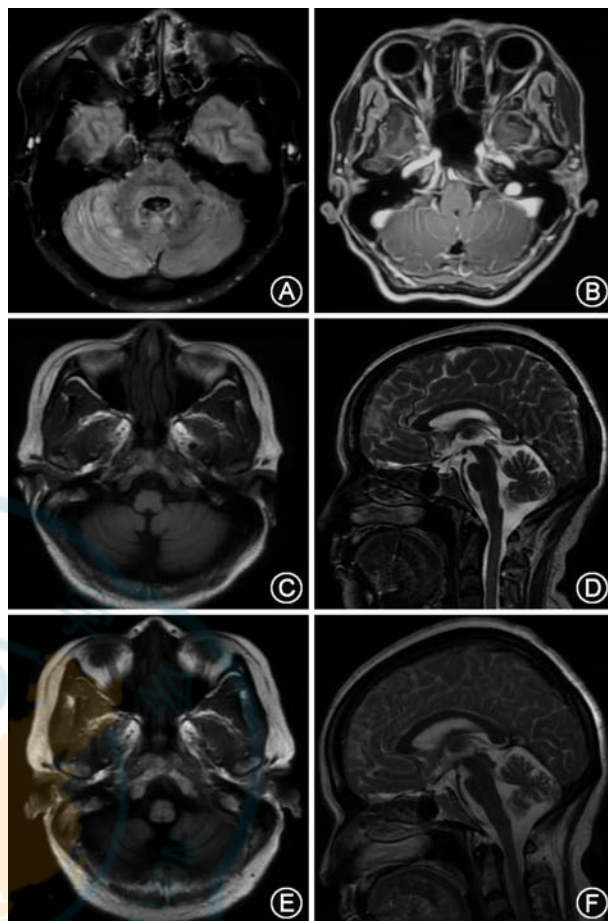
自身免疫性小脑共济失调患者的头颅磁共振成像(MRI)。患者1:左侧小脑半球片状异常信号(A)。患者2:双侧小脑皮质轻微强化(B)。患者3:病程16个月时,头颅MRI示小脑及脑干大致正常(C、D);病程32个月时,头颅MRI示小脑脑干萎缩(E、F)(图2由中国医学科学院北京协和医院神经内科提供)
